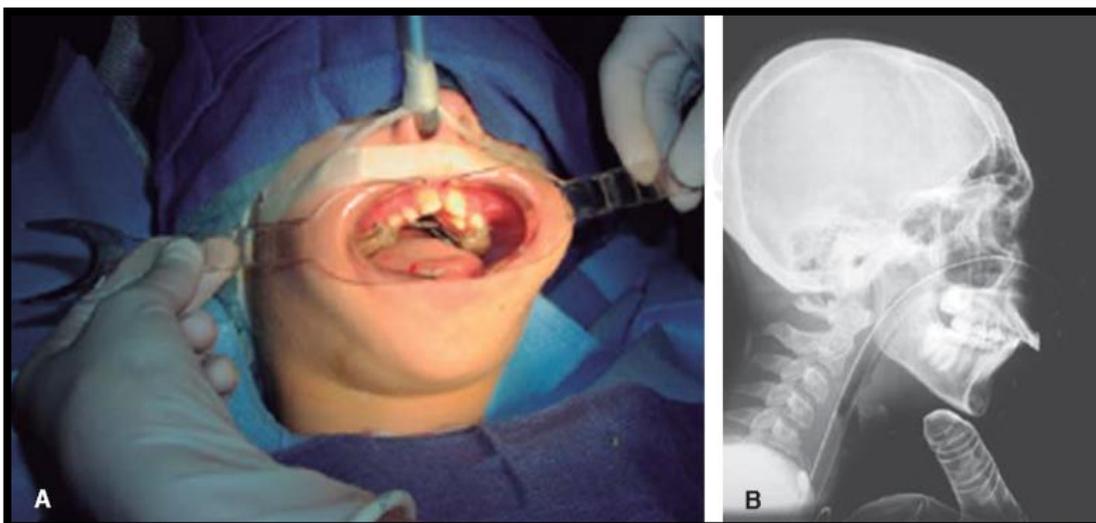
Paciente bajo anestesia general para TO. A. Colocación de expansor B. Radiografía lateral de cráneo.
